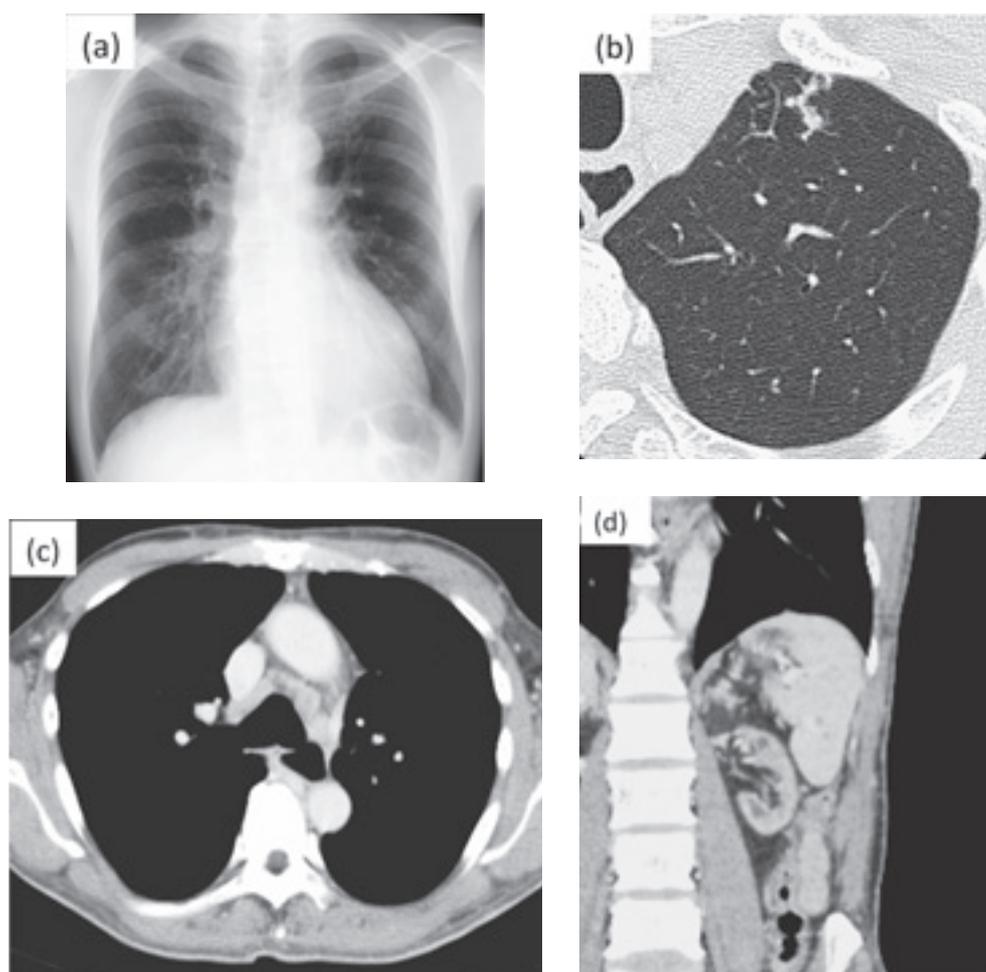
(a) Chest X-ray at admission is normal. (b) Chest computed tomography (CT) at admission shows multiple small nodules in the left upper lobe, and (c) mediastinal lymphadenopathies. (d) A coronal view of the abdominal CT at admission shows multiple low-density areas in the spleen.
